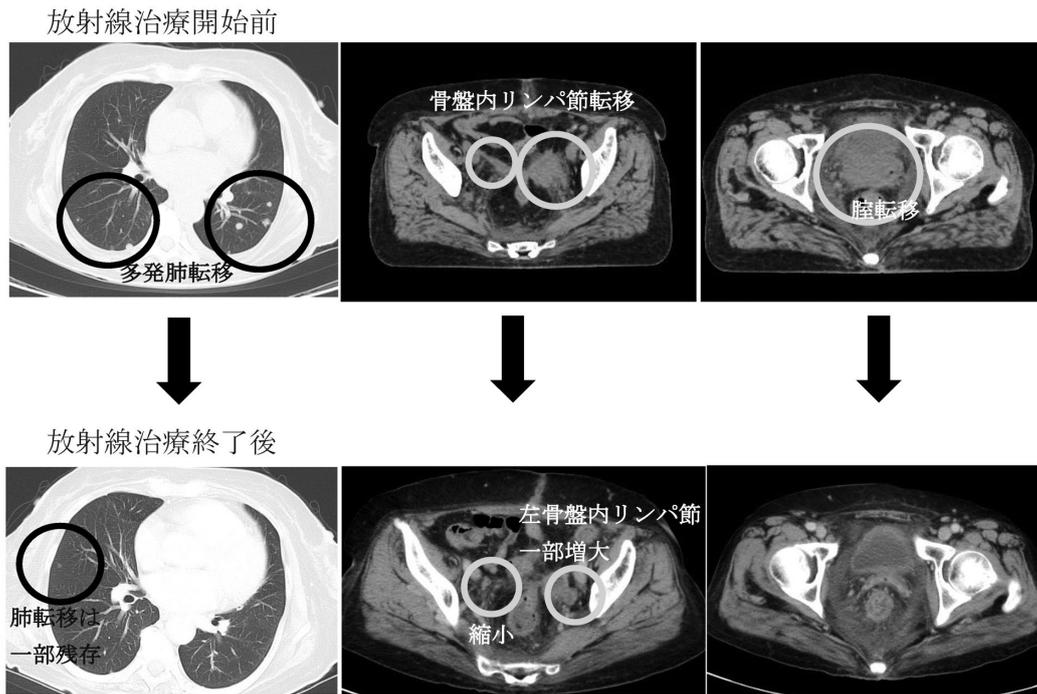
治療効果を示す造影CT画像；放射線治療開始前と終了後で比較。腔転移巣と肺転移の縮小を認めたが、骨盤リンパ節転移は一部で増大を認めた。
